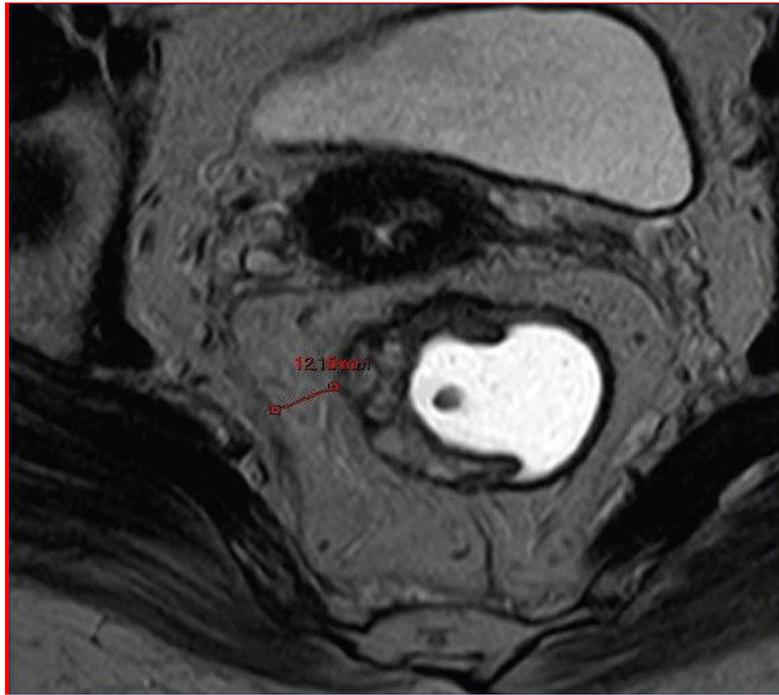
IRM pelvienne :Tumeur rectale ,marge de 12 mm avec le *fascia recti*
